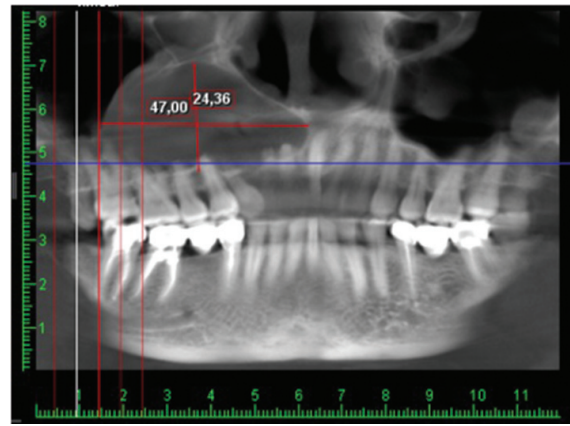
Reconstrucție panoramică din CBCT
